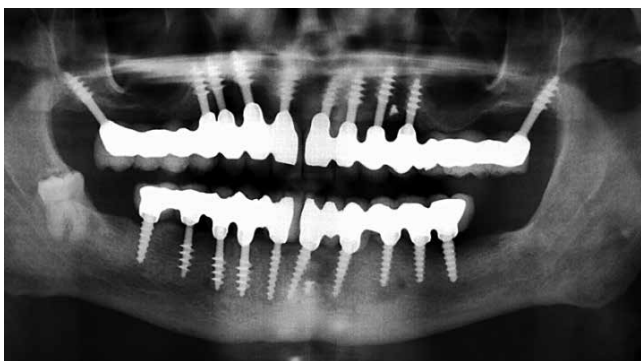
Ортопантомограмма через полтора года после установки имплантатов
